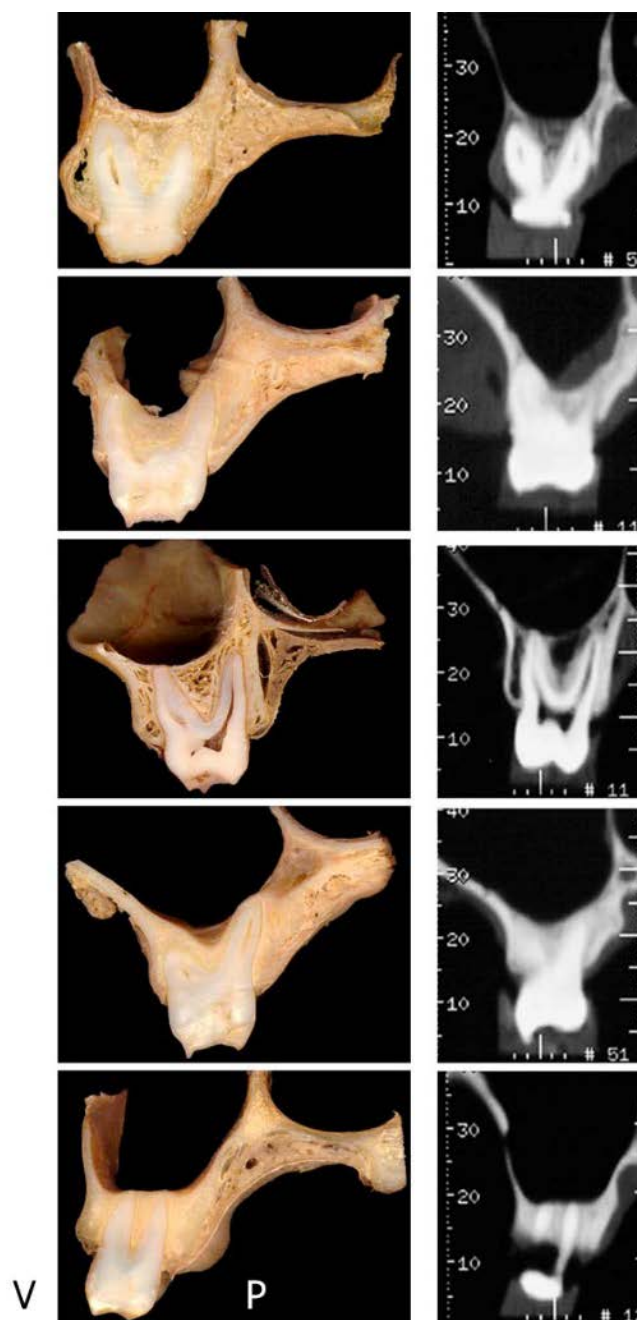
Preparatele anatomice și datele CBCT care demonstrează cele 5 tipuri de raport ale rădăcinilor față de SM propuse de H. H. Kwak.
